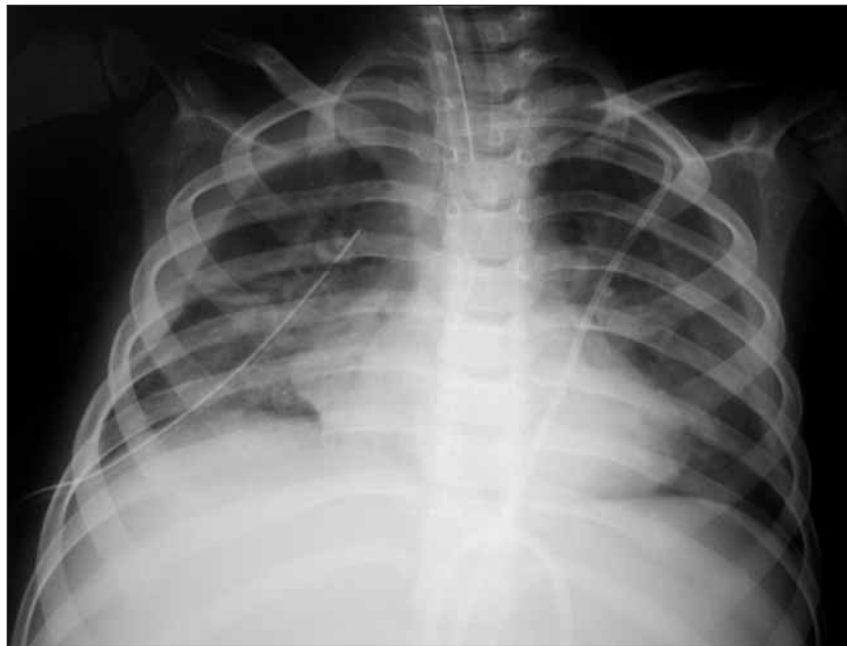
Рентгенография органов грудной клетки пациента. День +19
